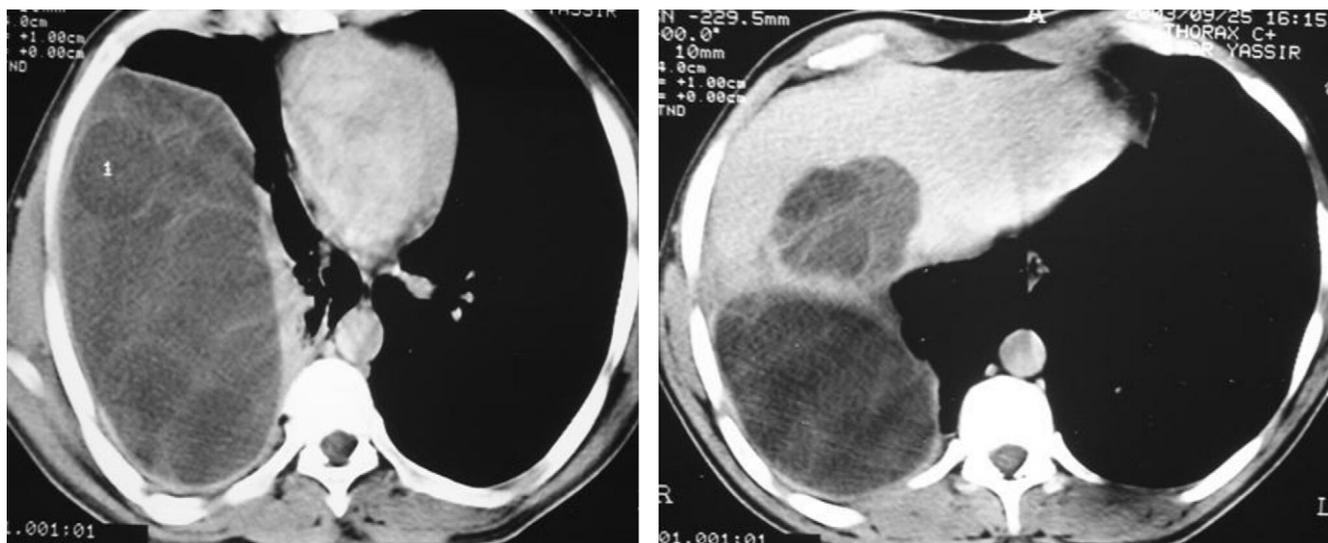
TDM thoraco-abdominale montrant une masse liquidienne multivésiculaire au niveau thoracique associée à une masse hépatique.
